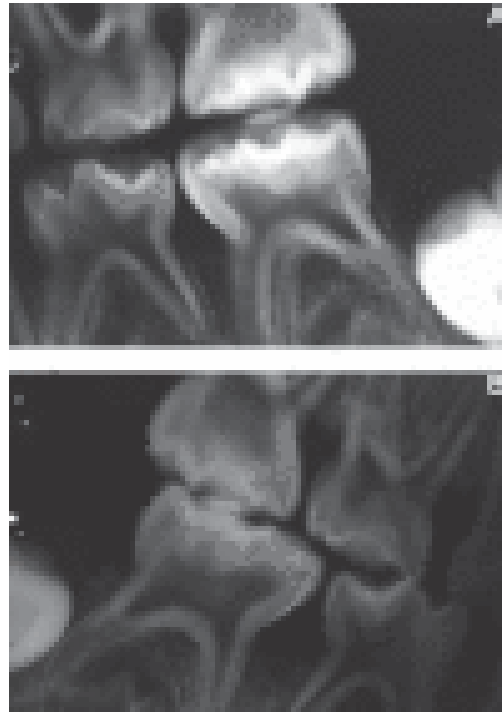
Radiografías dentoalveolares con cámaras pulpares alargadas y cuernos pulpares altos.²
